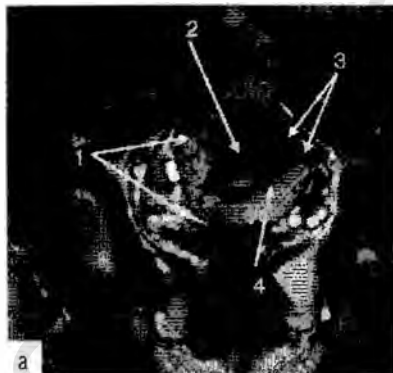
МРТ. На T2-взвешенном изображении в коронарной плоскости (а) отмечаются увеличение матки и асимметрия стенок (1), по задней стенке матки определяется снижение дифференциации маточной стенки (2) за счет трубчатых структур, тянущихся к миометрию (3), локального выраженного утолщения переходо-соединительной зоны более половины толщины матки за счет очагов, аналогичных ткани эндометрия (4), неоднородной структуры, без четких контуров. На T2-взвешенном изображении в коронарной плоскости (б) отмечаются локальное утолщение переходо-соединительной зоны по передней стенке матки (1) с кистозной полостью (2) и геморрагическим содержимым, увеличение количества гетерогенных участков в миометрии, аналогичных ткани эндометрия.
